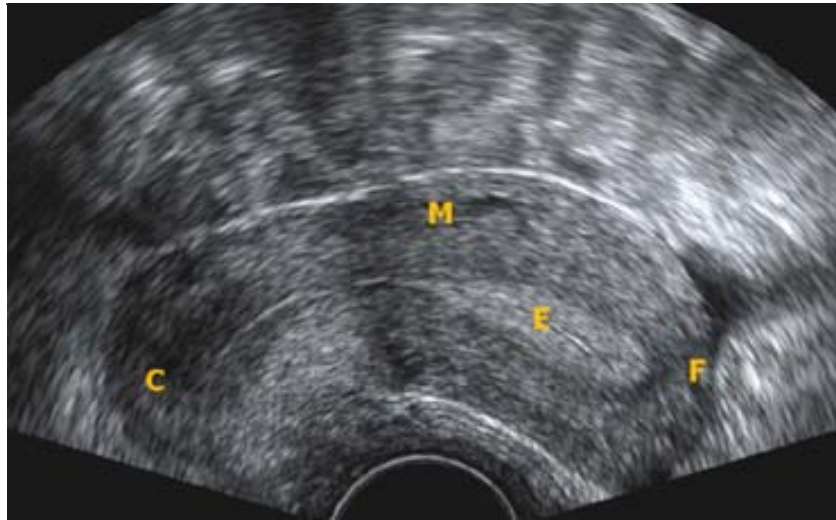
Ecografía transvaginal que muestra un corte transversal uterino. Se observa el tejido miometrial (M) y una zona central más refringente que corresponde a endometrio (E).
